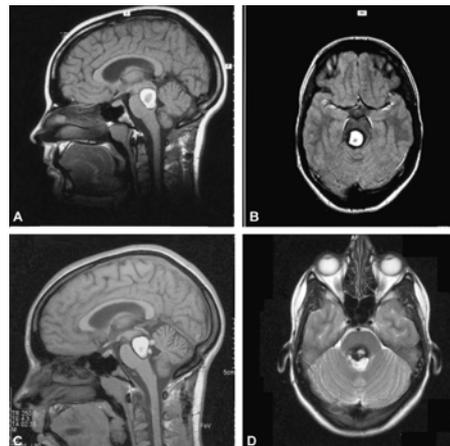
IRM cérébrale montrant un cavernome du tronc cérébral (A,B,C et D).
